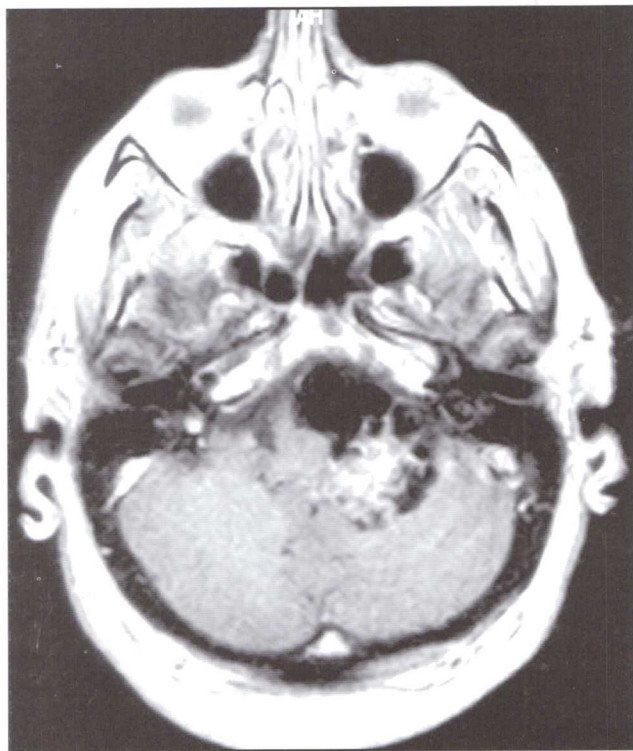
IRM axial T1 con gadolinio que muestra una lesión heterogénea y multiquística que refuerza con contraste.
